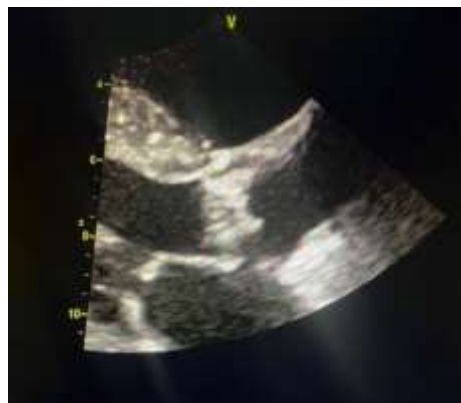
przedstawia obraz echokardiograficzny degeneracyjnej, ateromatycznej zastawki aortalnej.
